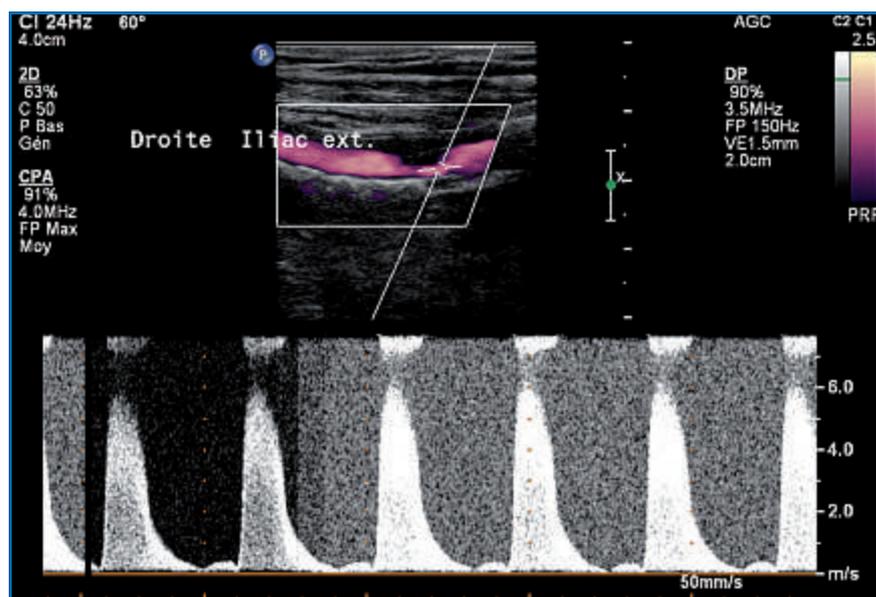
Même patient que l'image 1. Doppler pulsé confirmant la sténose.
